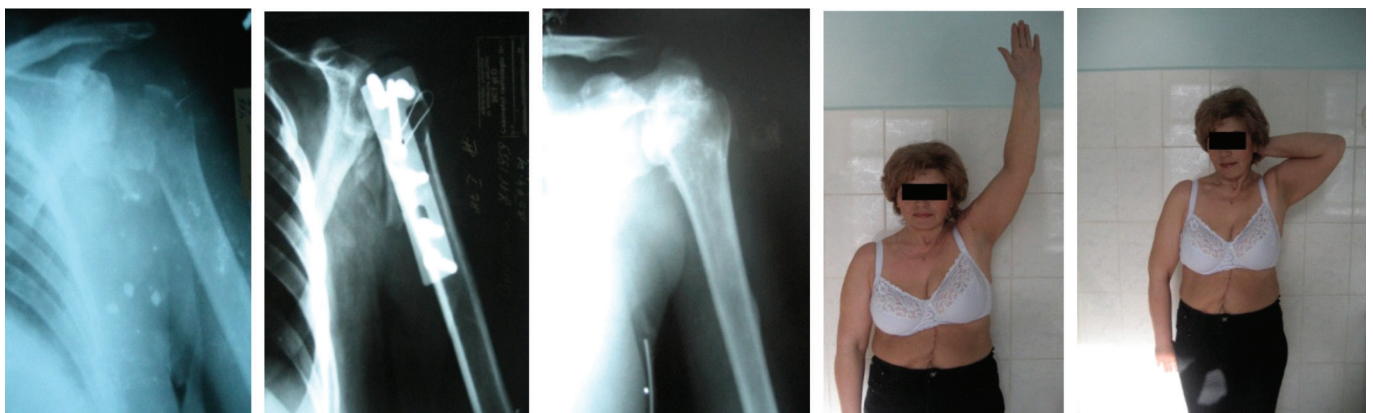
Pacienta E. cu fractura humerusului proximal Neer cu 4 părți; radiografii preoperatorii, radiografii cu fractură consolidată până și după ablația fixatoarelor metalice și rezultatul funcțional la 7 ani.
